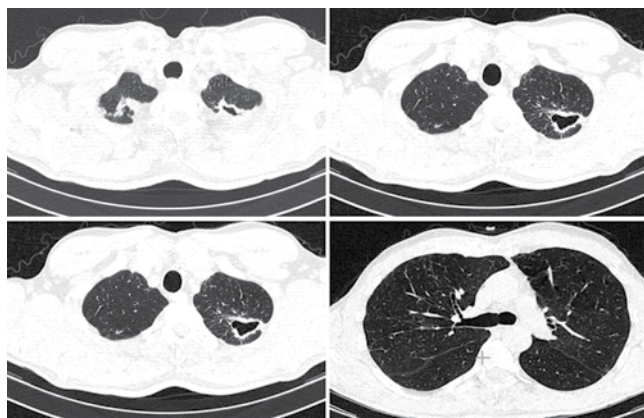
Пациент М. Сканы КТ ОГК. Полость распада в верхней доле левого легкого (описание в тексте)
